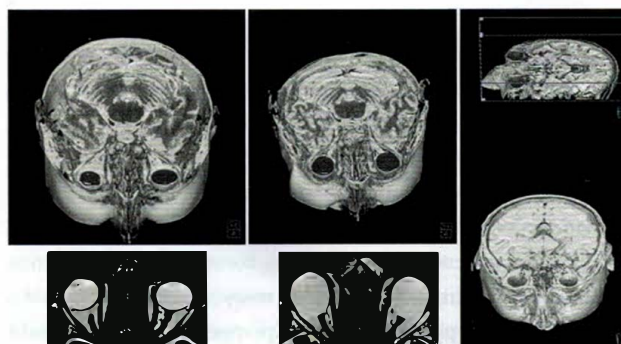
MRT-Aufnahmen von emmetropen und myopen Augen mit 3D-Rekonstruktion.
